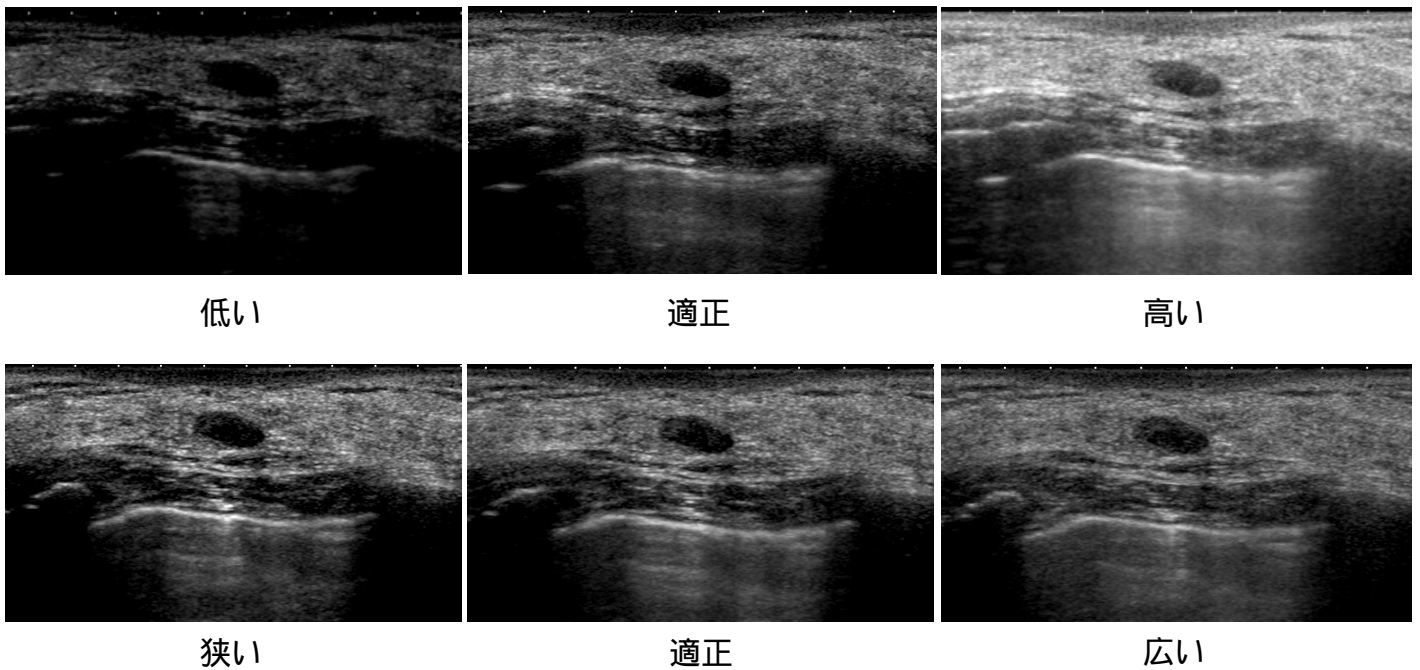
上段：GAINの変化、腫瘍の内部エコーが正しく描出できるように調節する。
